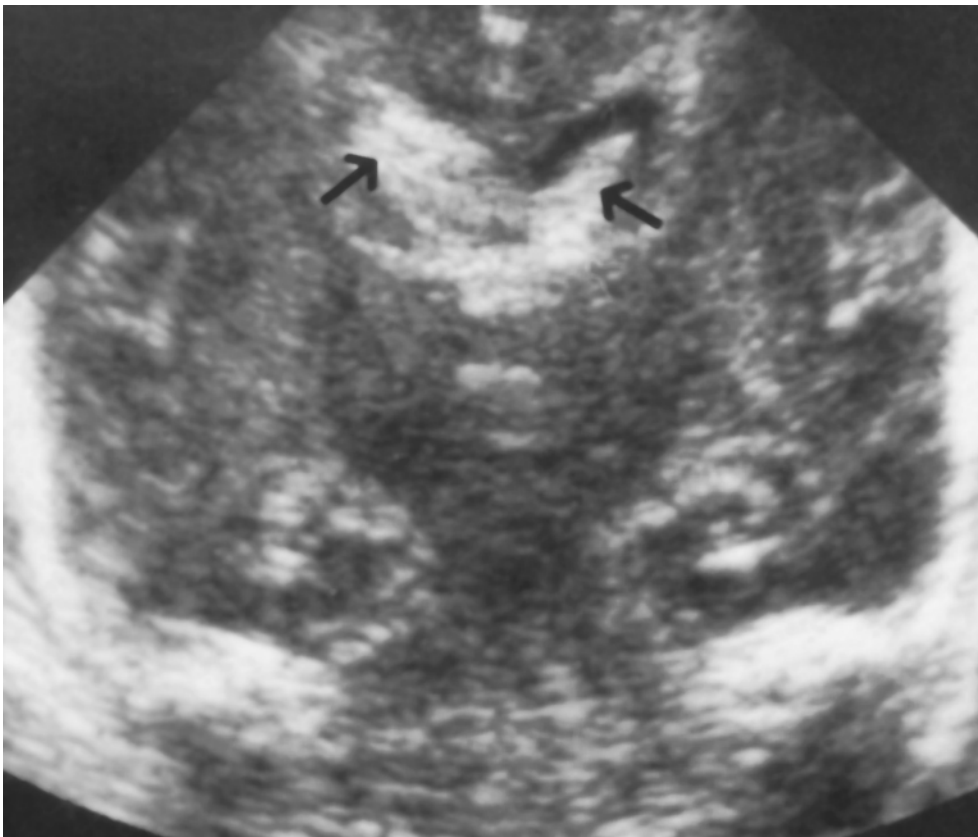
Ecografia cerebrale transfontanellare (scansione coronale passante per i trigoni e i corni occipitali) in nato a 30 settimane di gestazione. In terza giornata di vita si evidenzia emorragia intraventricolare bilaterale (3° grado a destra, 2° grado a sinistra).
